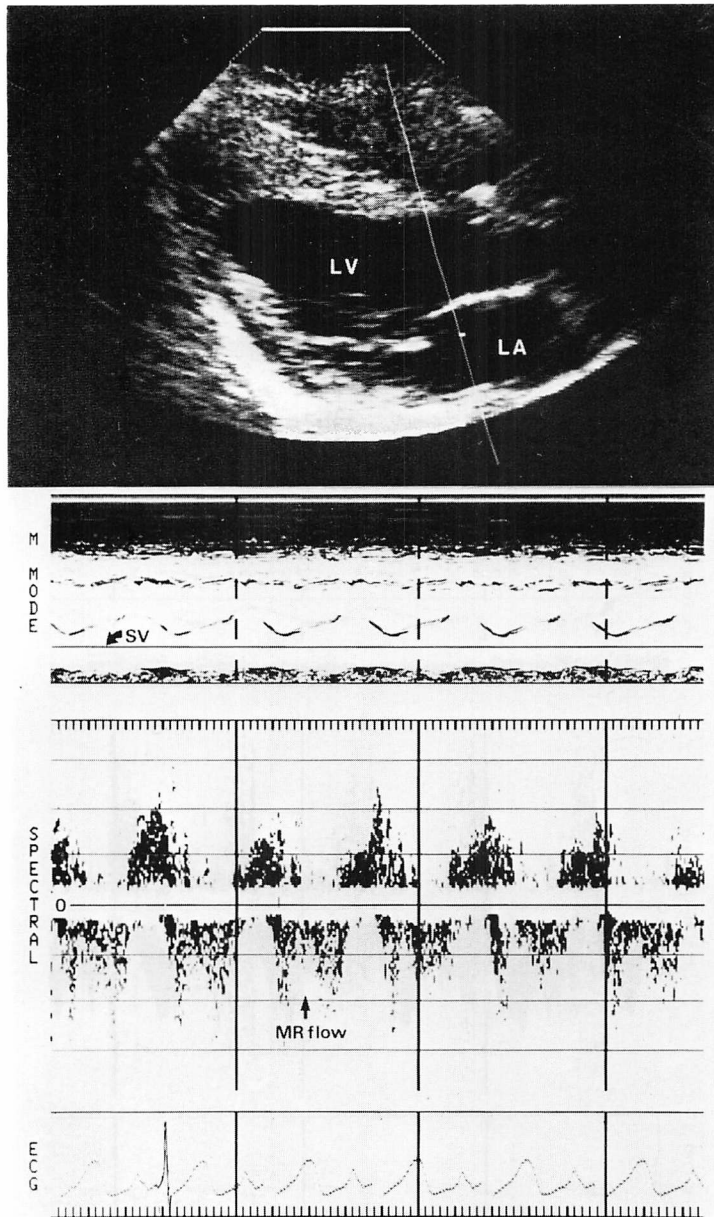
Two-dimensional and pulsed Doppler echocardiograms of a patient with mitral regurgitation complicating Kawasaki disease.
